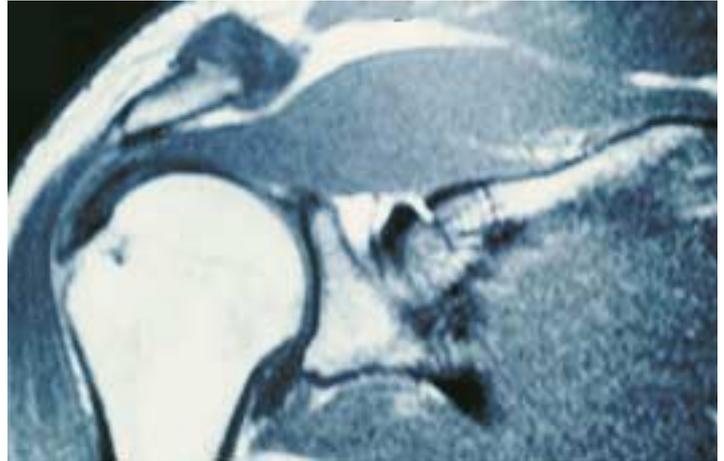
Impingement-Syndrom (Einengung des subakromialen Raums) im MRT
